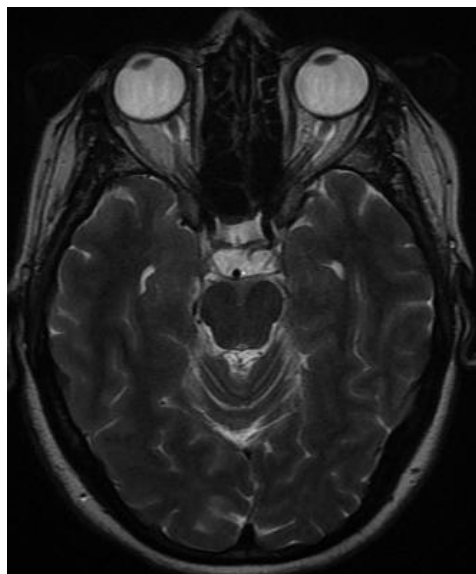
IRM cérébrale coupe axiale séquence T2 montrant un hypersignal du nerf optique (flèche rouge) (Cas N 3)
